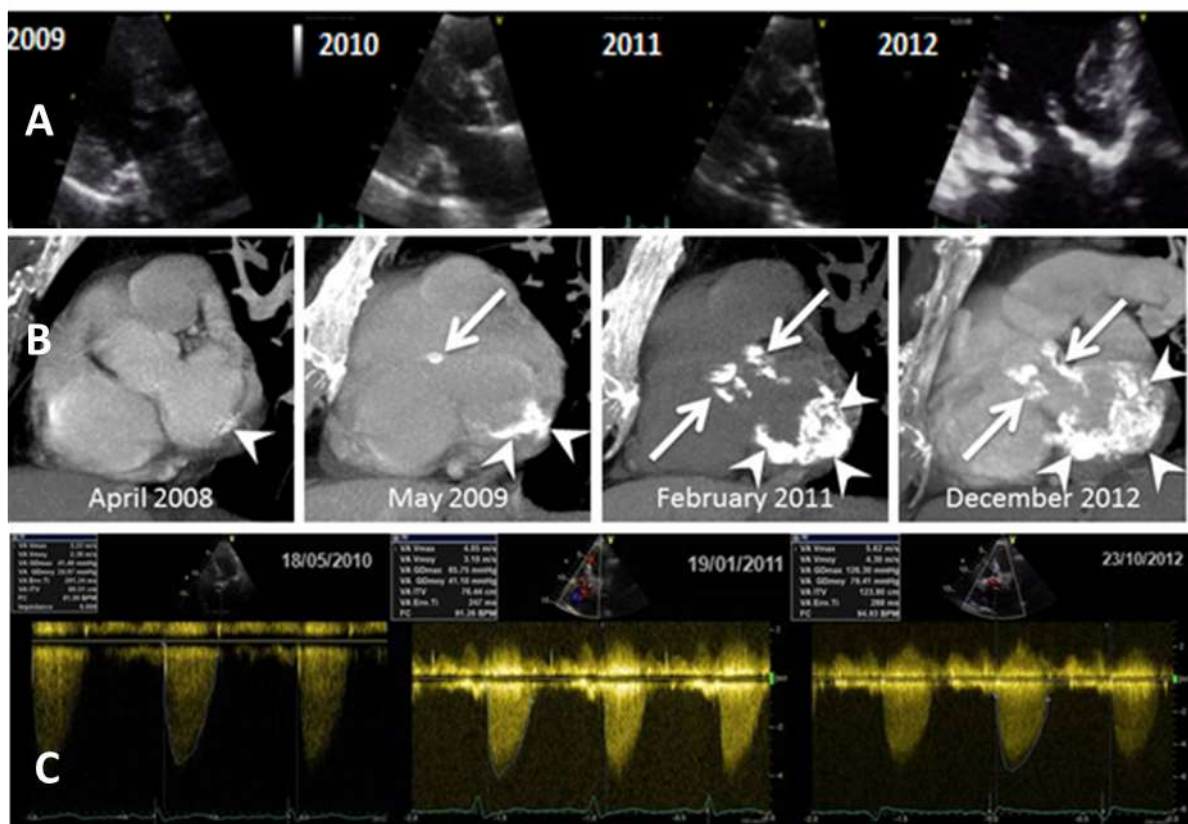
A : Echocardiographie transthoracique en coupes parasternales : suivi d'une extension rapidement progressive de la calcification d'une valve mitrale. B : Coupes scanographiques axiales en reconstruction de type MIP mettant en évidence l'extension rapide des calcifications valvulaires aortiques (flèche) et mitrales (tête de flèche) en 5 ans. C : Evolution rapidement progressive du rétrécissement valvulaire aortique avec élévation des gradients de pression.
